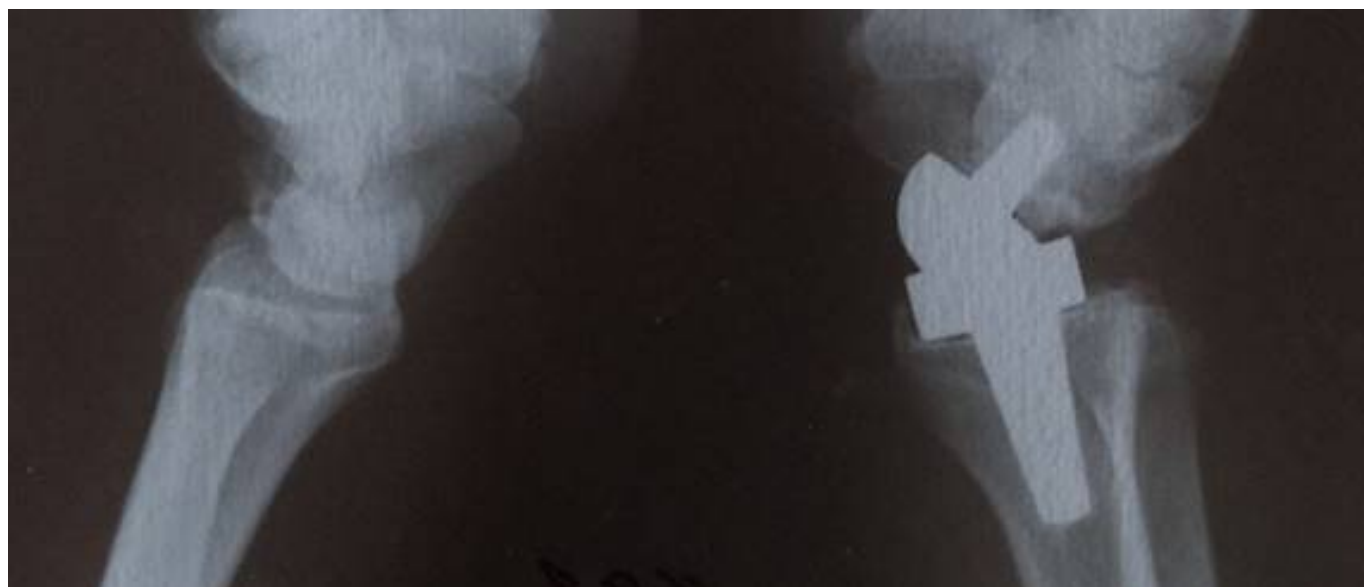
Рентгенограммы обеих кистей (2019 г.)
